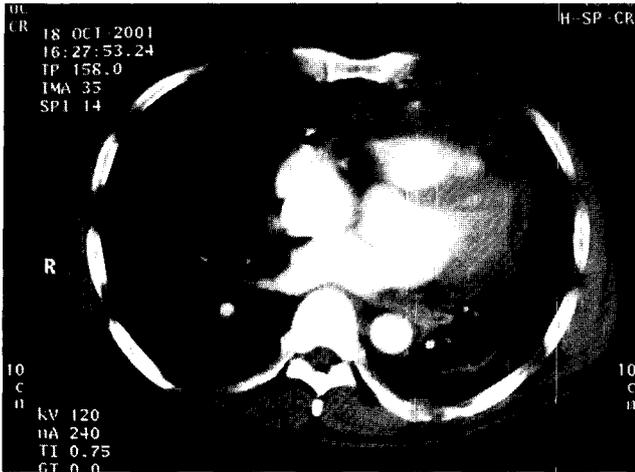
Chest CT showing thickened pericardium(arrow), bilateral pleural effusion and air in the pericardial sac(arrow head)
